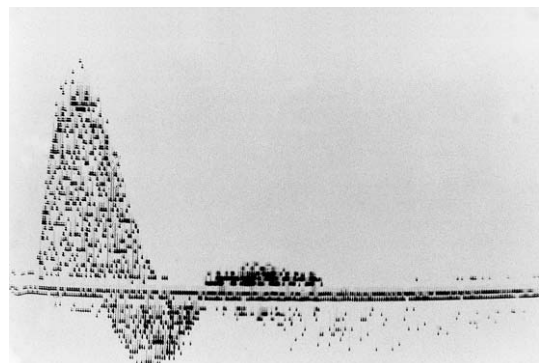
Sonograma donde se ilustra la estructura de píxeles y el patrón de puntos.
